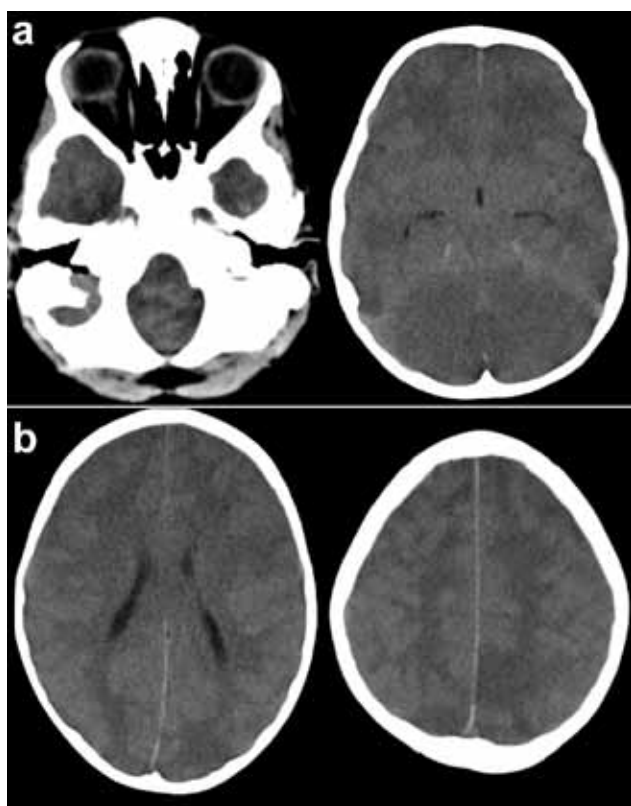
TC axial. a) hipodensidade cerebelosa difusa, com aumento de volume do cerebelo a apagar os espaços de líquido da fossa posterior, nomeadamente peribulbares. b) hipodensidades cortico-subcortiais, occipito-parietais bilaterais.
